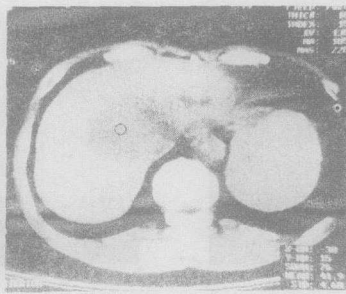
第二肝门区胆管细胞瘤,常规 CT 扫描,第二肝门区类圆形低密度区。
